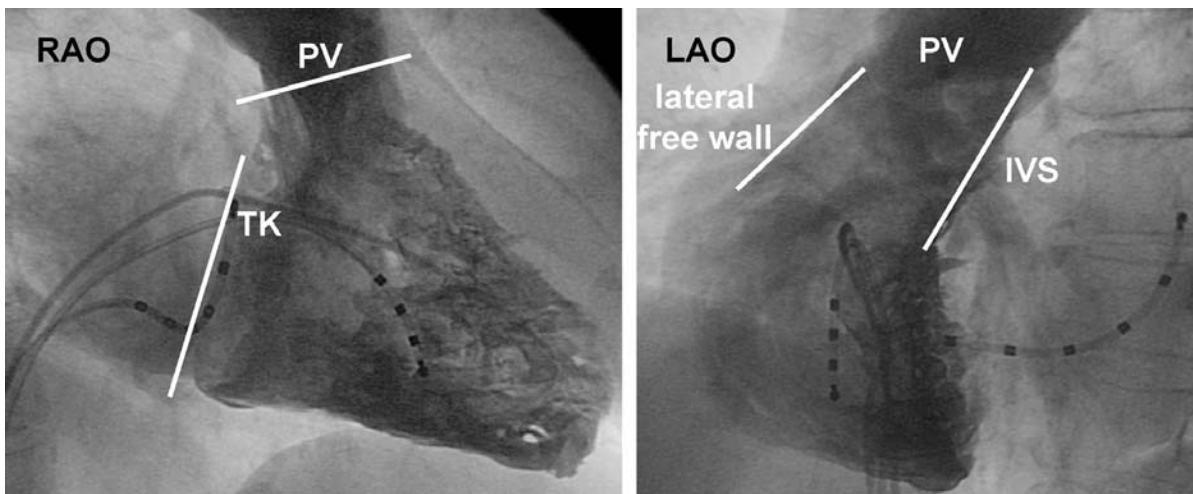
RV-Angiogramm in RAO- (links) und LAO-Projektionen (rechts). PV: Pulmonalklappenebene, IVS: Verlauf des interventrikulären Septums, TK: Trikuspidalklappen-Ebene, lateral free: freie, laterale Wand des RVOT.
